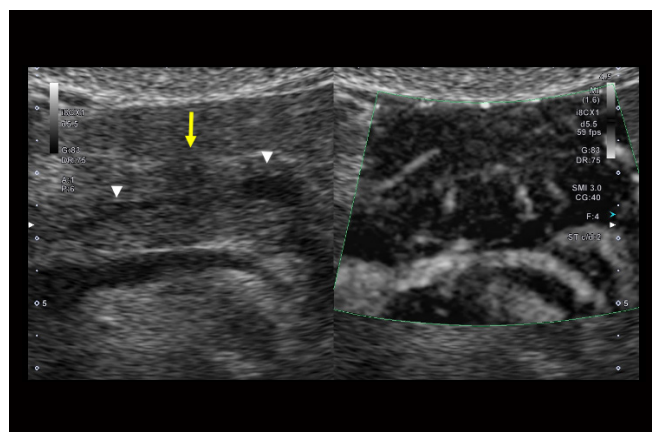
限局性脾炎のmSMI (↓限局性脾管狭窄部周囲の低エコー領域、矢頭主脾管)
